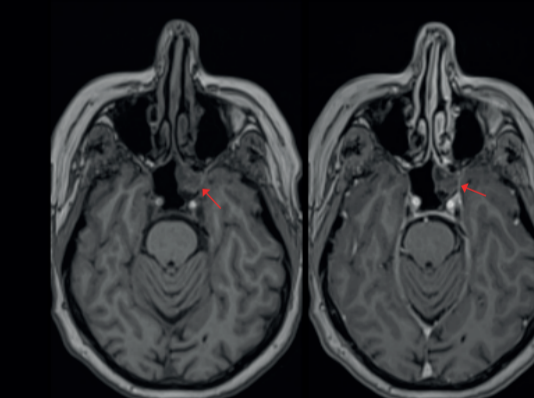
МРТ T2-ВИ, аксиальные срезы (Fig. 4.) MRI T2-WI, axial images
